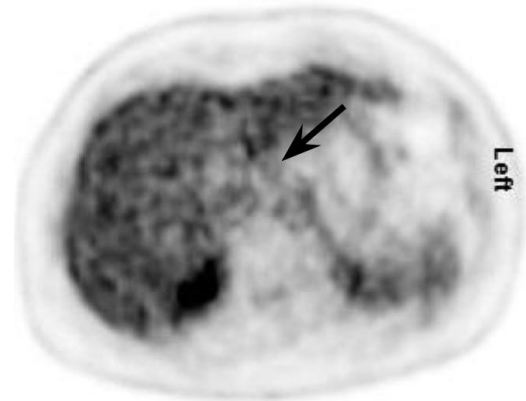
^{18}F -FDG PET ohne TOF transaxial
